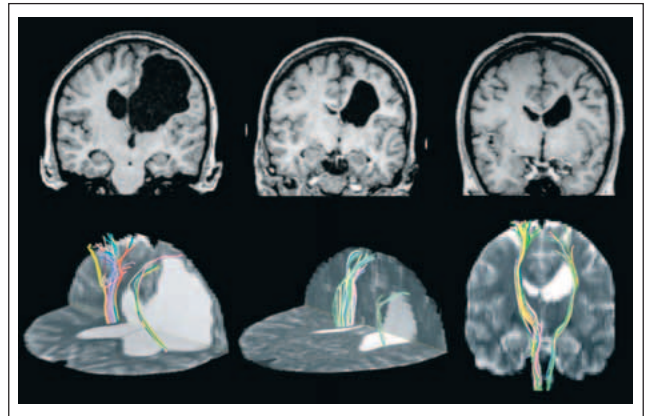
Reorganisation somatosensorischer Projektionsbahnen. Oben: Koronare T1-gewichtete MRT zur Darstellung der Läsionen. Unten: MR-Diffusion-Tensor-Traktographie afferenter Projektionsbahnen zu beiden Zentralregionen (erste Seed-Region: Tegmentum pontis; zweite Seed-Region: subkortikales Marklager der Zentralregionen). Darstellung in Zufallsfarben, überlagert auf orthogonale axiale und koronare Schnitte des ungewichteten ($b = 0 \text{ s/mm}^2$) Diffusionsbildes. Bei allen drei Patienten erreichen somatosensorische afferente Projektionen aus dem Hirnstamm (Lemniscus medialis) die Zentralregion der geschädigten Hemisphäre unter Umgehung der periventriculären Läsionen. Mod. nach [5] mit Genehmigung von Walters Kluwer.
